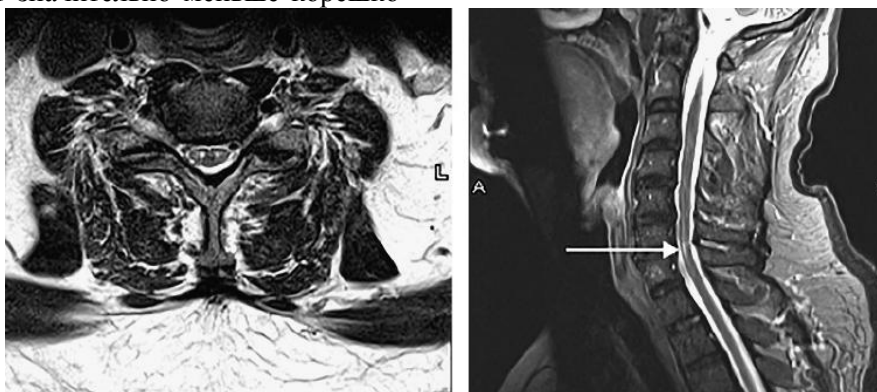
Инфаркт спинного мозга, МРТ. Аксиальный срез с симметричным поражением задних рогов, «глаз совы» (слева). Ишемическое поражение передних отделов спинного мозга на уровне C₆-C₇ (справа) (по Singh и др.) [16]
